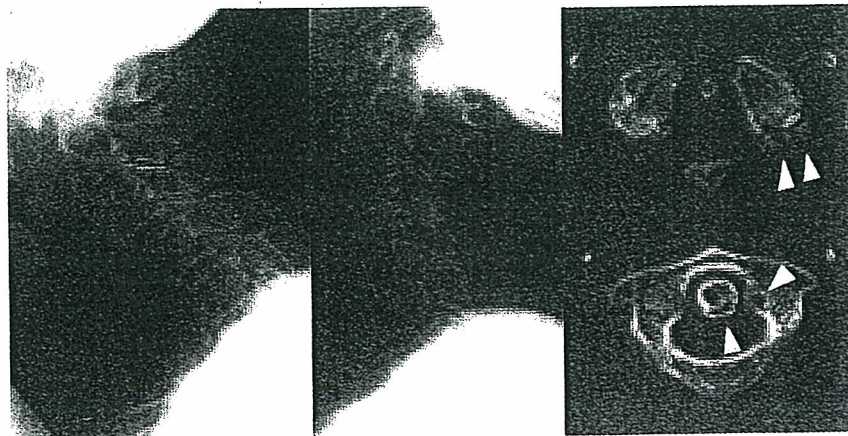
症例2：術前単純レントゲン側面像前屈位と後屈位(左)と術前CT(右)
